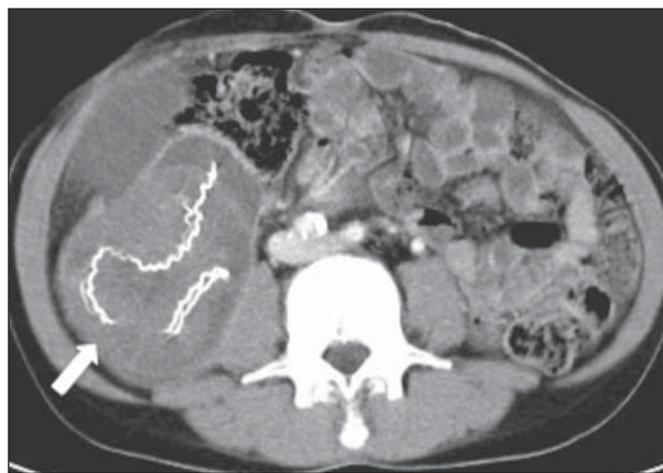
Corte axial de TC do abdome, na fase pós-contraste, demonstrando reforço capsular (seta).
